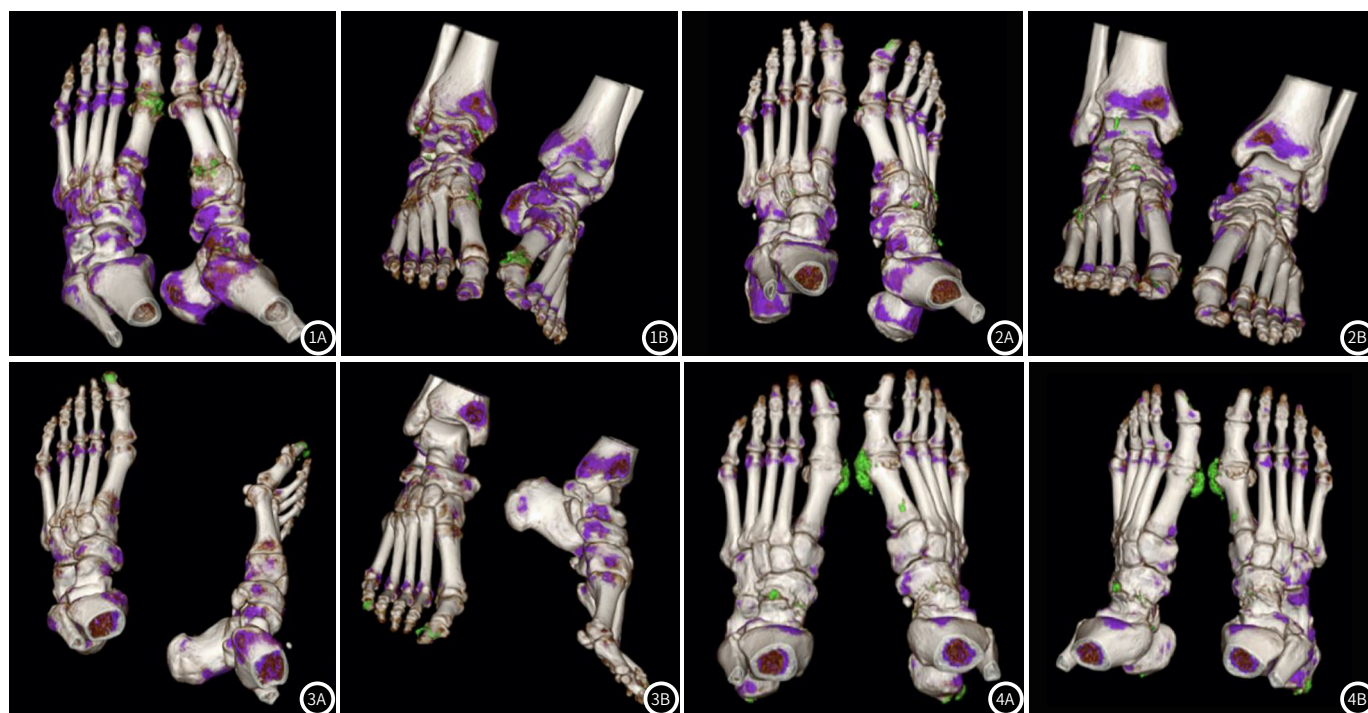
尿酸盐结晶在双能CT中的表现, 绿色表示尿酸盐结晶。男, 54岁, 瘀热阻滞证, 图1A: 左足第1趾骨远端, 左足跗骨可见绿色伪影; 图1B: 右足第1、5趾骨远端, 右足跗骨, 右踝关节可见绿色伪影。图2 男, 61岁, 瘀热阻滞证, 图2A: 右足第1趾骨、跖趾关节, 跗骨, 右踝关节内侧可见痛风石结晶; 图2B: 左足第1、2趾骨、跗骨可见绿色伪影。图3 女, 52岁, 湿热蕴结证, 图3A: 左足第1趾骨远端可见绿色伪影, 图3B: 右足第1、5趾骨远端可见绿色伪影。图4 男, 57岁, 湿热蕴结证, 图4A、图4B: 双足跟骨、舟骨、第1跖趾关节、第1趾骨及右足第1跖骨旁可见绿色伪影。
